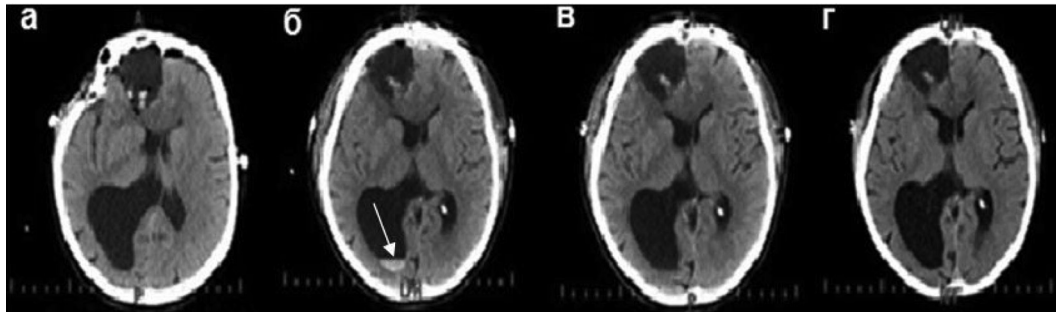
Серия снимков КТ головного мозга: а – интраоперационное исследование после удаления опухолевого узла; б – на 1 сутки после операции, в области заднего рога правого бокового желудочка визуализируется гематома незначительных размеров (указано стрелкой); в – через 4 суток; г – через 8 суток, произошел лизис сгустка.
